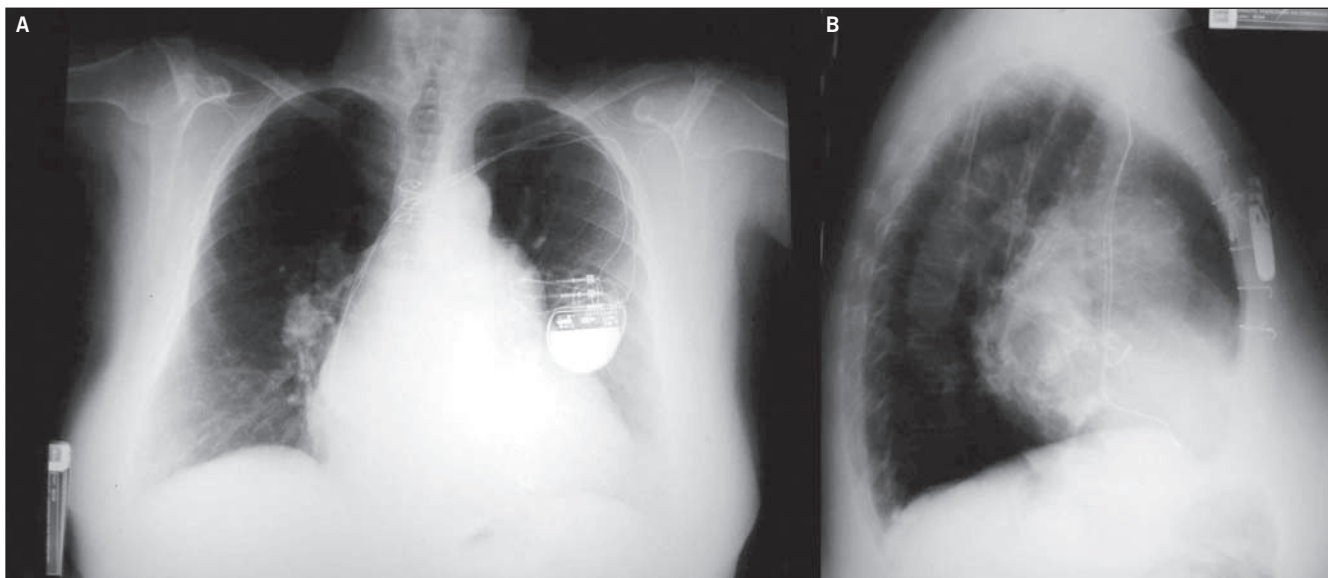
Radiografias de tórax respectivamente nas incidências pósterio-anterior (A) e perfil esquerdo (B), indicando a presença de cardiomegalia, arco médio abaulado superiormente, aumento da vascularização pulmonar com aspecto de cefalização, imagem de duplo contorno cardíaco na borda direita, e ângulo carinal aumentado. Observa-se também, a presença de marcapasso.
